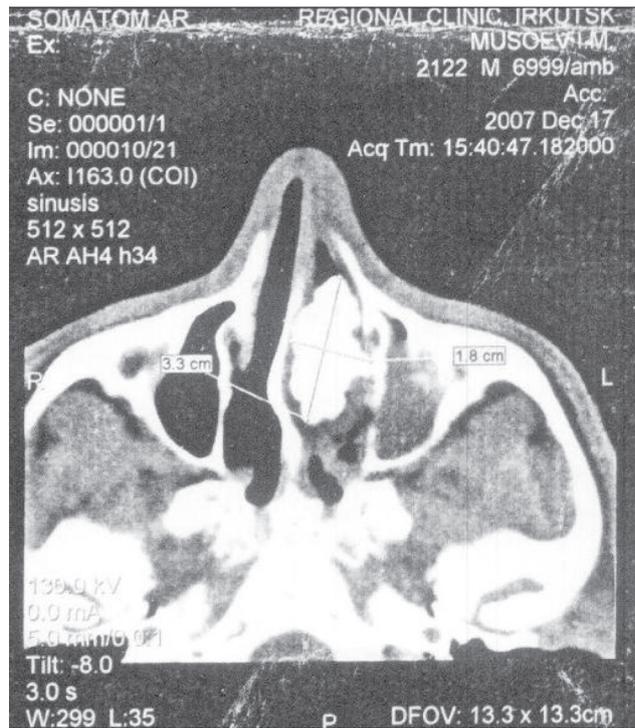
Компьютерная томограмма околоносовых пазух пациента Т.
